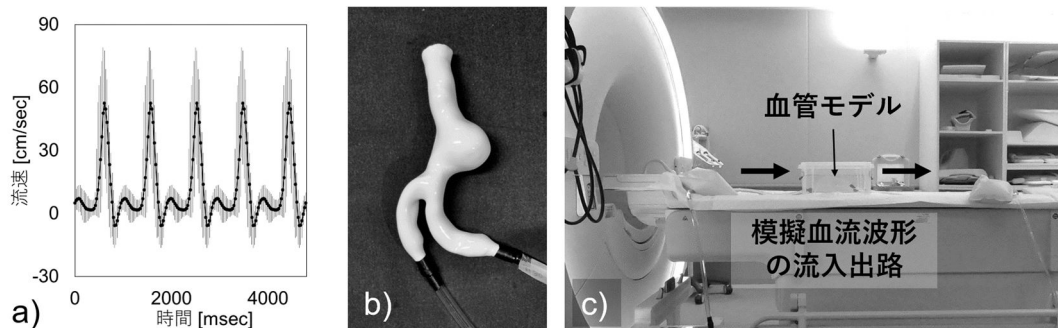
a) 健常ボランティアに対し、二次元位相コントラスト法を使用して決定した腹部大動脈血流波形。b) 3D プリンターを使用し自作したシリコンゴム製の腹部大動脈瘤血管モデル（嚢状瘤）。c) 自作血管モデルに流体ポンプを接続した 4D-Flow MRI 撮像実験時のセッティング。
